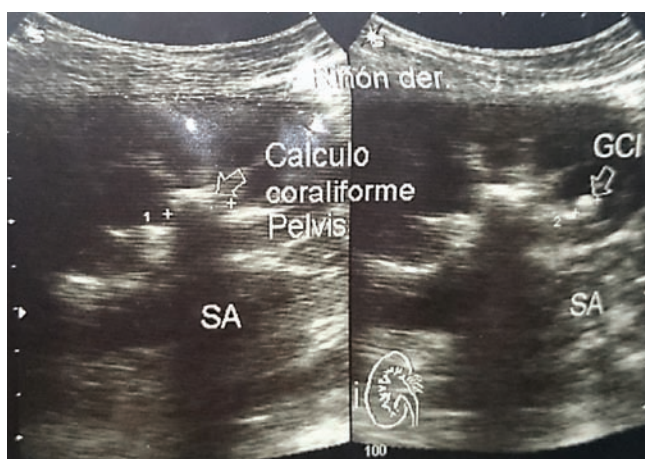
Ultrasonido renal de riñón derecho. Moderada hidronefrosis. Cálculo a nivel de la pelvis, de aspecto coraliforme, con diámetro máximo aproximado a los 14.2mm y cálculo a nivel del grupo calicial inferior con diámetro aproximado de 6.3mm.
